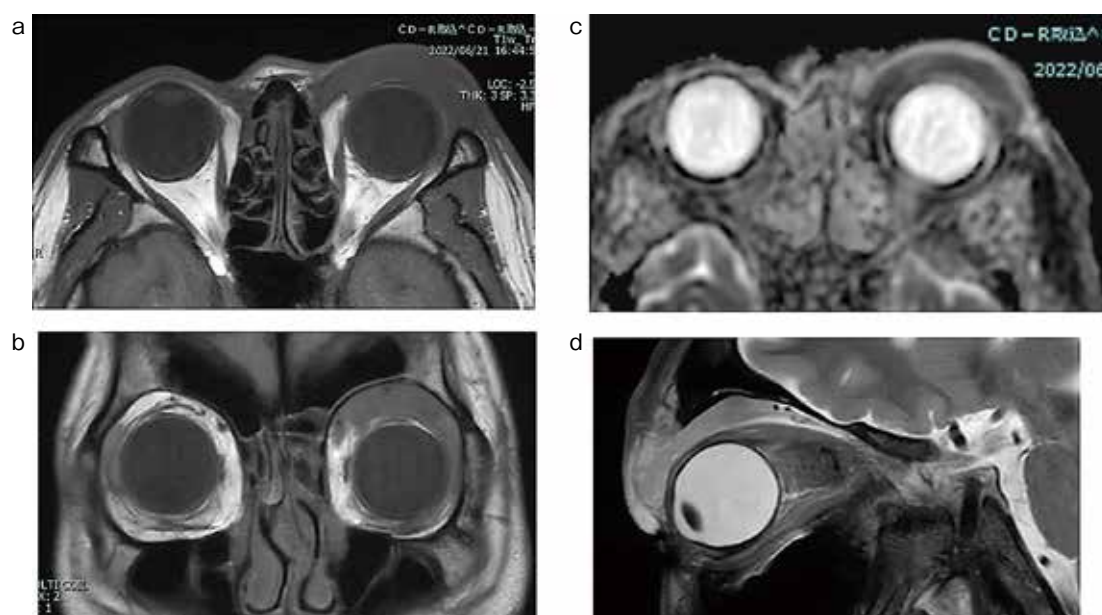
増悪時（初診より27日後）の眼窩単純MRI
